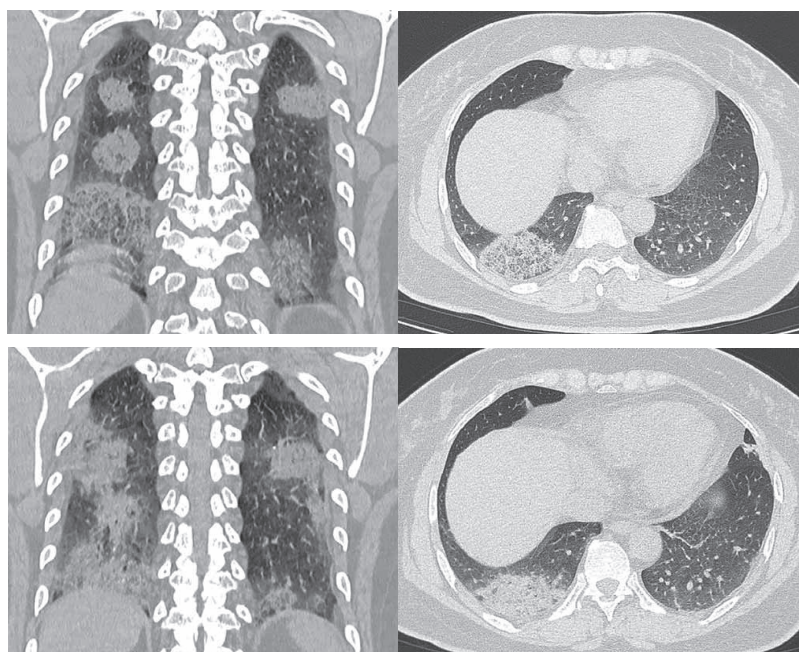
Компьютерные томограммы: а, б – множественные двусторонние области консолидации легочной ткани с зонами пониженной плотности в центре (а - «обратного гало», «тающего сахара»; б – симптомы «бульжной мостовой»; в, г – через 2 дня двусторонние участки консолидации увеличились в размерах, центр их уплотнился.
